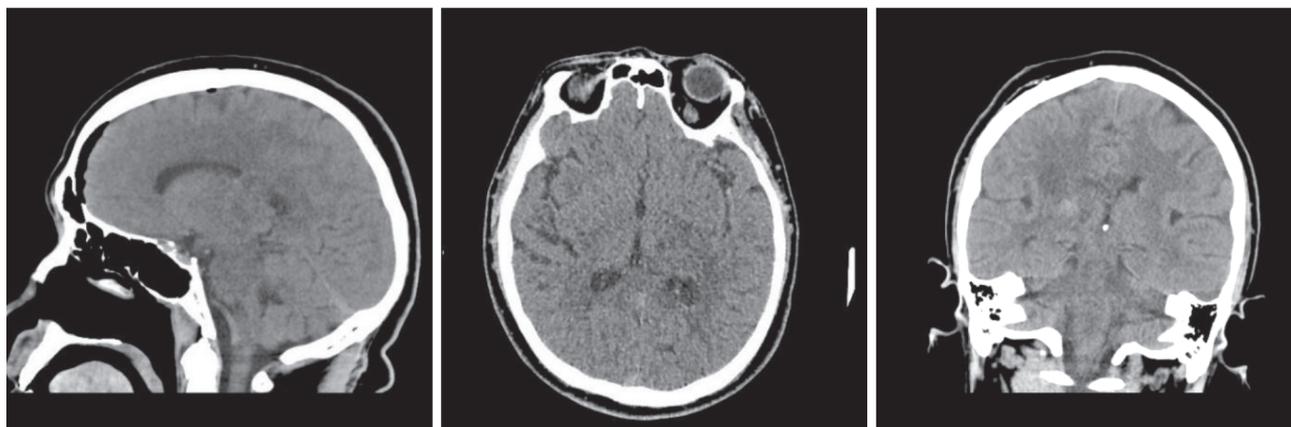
КТ-контроль головного мозга через 24 часа после проведенной операции: в аксиальной (а), фронтальной (б) и сагиттальной (в) проекциях
